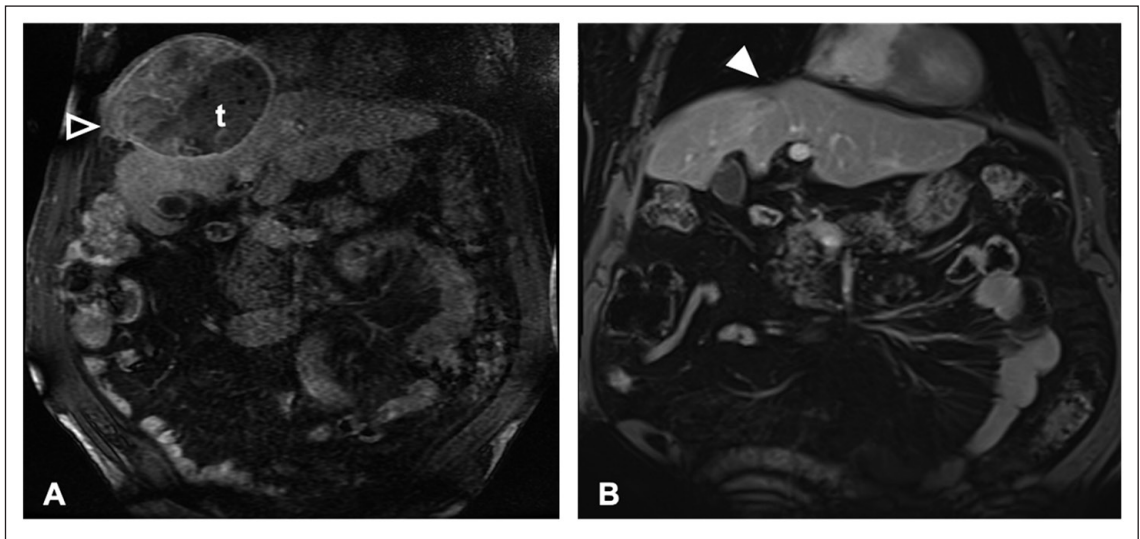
Resonancia magnética de abdomen con contraste intravenoso luego de la estabilización del paciente mediante embolización (A) y control alejado luego de 3 años post-tumorectomía (B). A: Masa hepática sólida con realce heterogéneo y áreas de necrosis central (t), delimitada por una cápsula que se interrumpe en el contorno posterior derecho (cabeza de flecha vacía). B: Secuelas post-quirúrgicas de tumorectomía (cabeza de flecha). No hay signos de recurrencia tumoral ni nuevas lesiones hepáticas.
